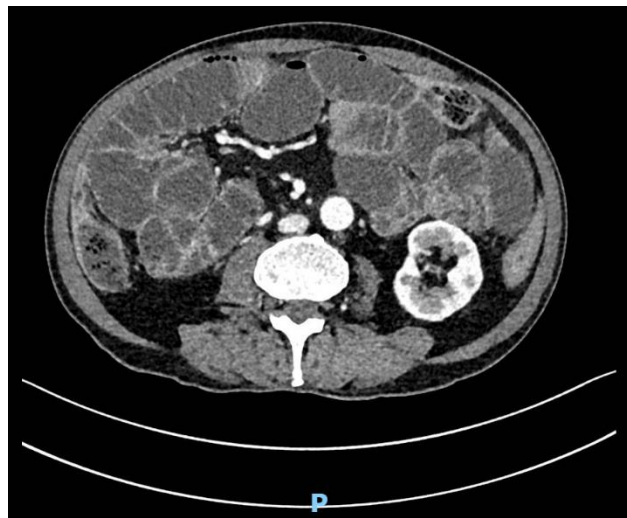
TC abdominopélvica de abril de 2022 que evidencia estenose ileal
